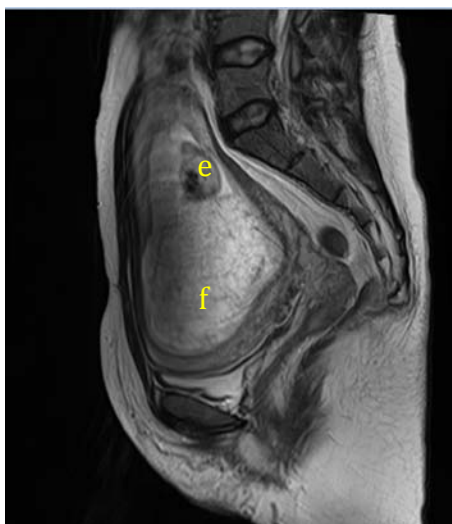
孕14周时盆腔MRI影像，可见胎儿影（e）及葡萄胎组织异常信号（f）
